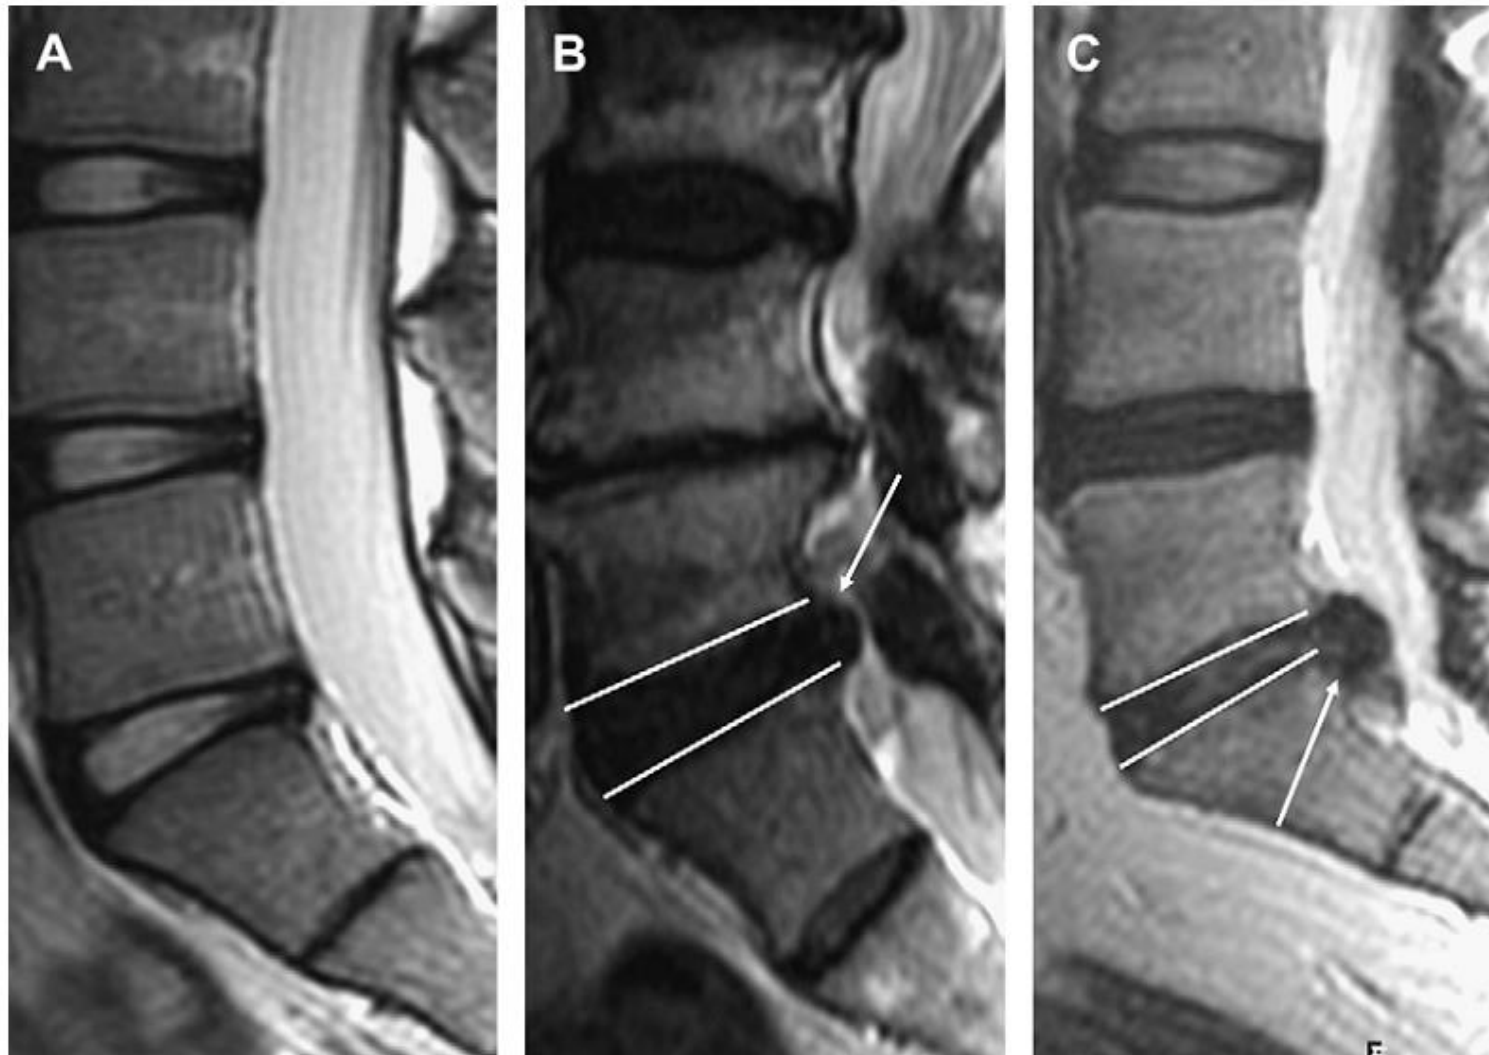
Sagittal MR images of the lumbar spine demonstrate normal intervertebral discs (A), a disk protrusion at L5-S1 (arrow) (B), disk extrusion with inferior displacement at L5-S1 (arrow) (C). The superior and inferior borders of the L5-S1 intervertebral discs are indicated by the solid white lines in B and C. Protrusions do not extend beyond the superoinferior dimension of the disk in the sagittal plane (B), whereas extrusions extend beyond this border (C).
